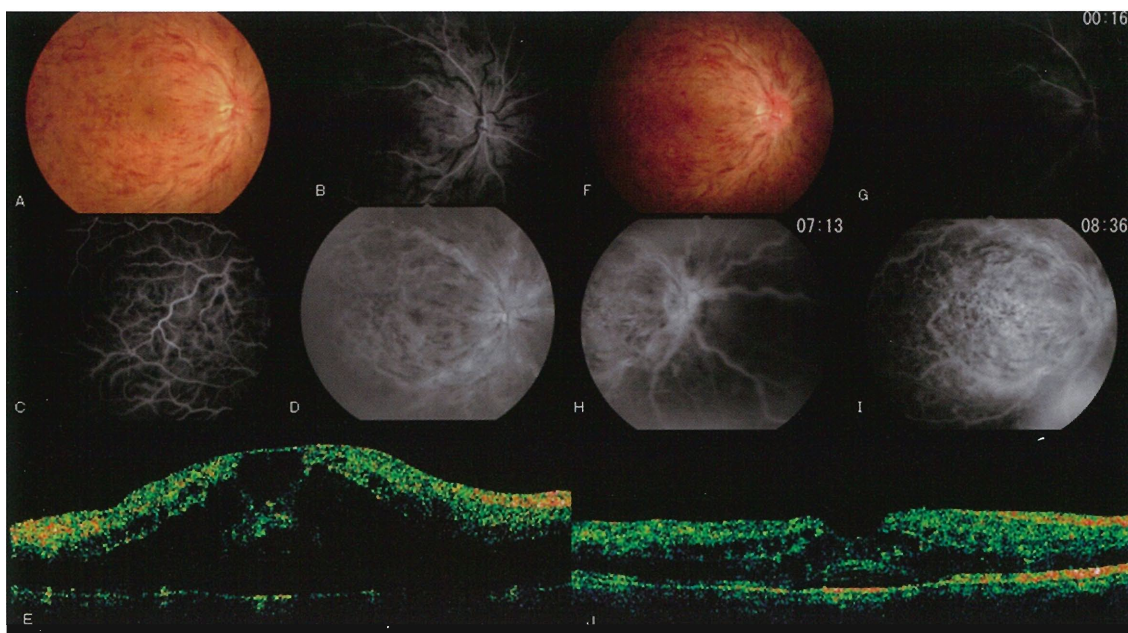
Fundus photograph, fluorescein angiograph, and optical coherence tomographs of the right eye with central retinal vein occlusion
